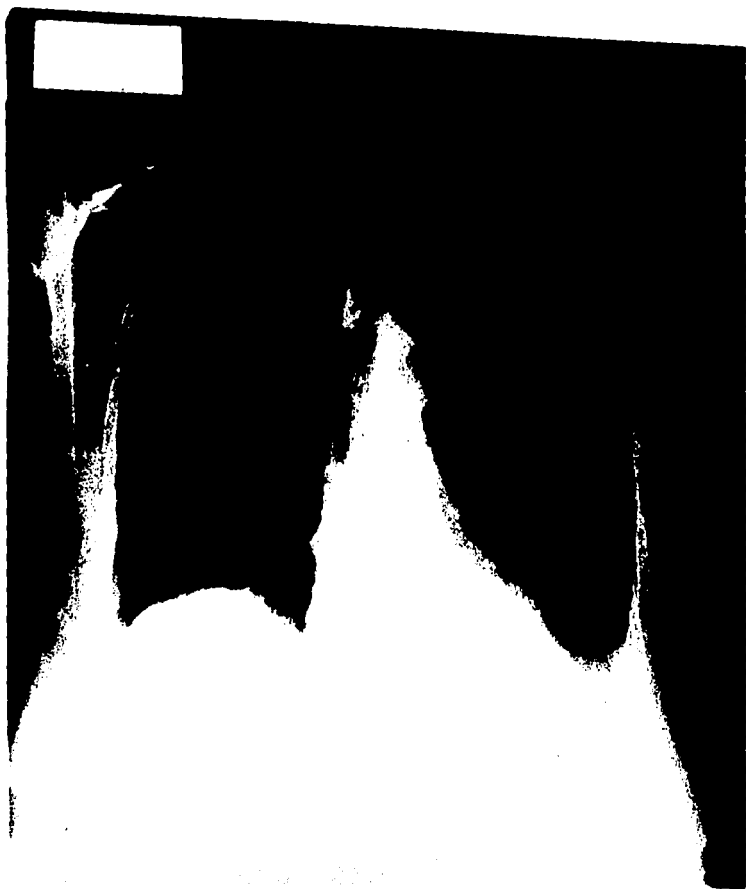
Radiografía de tórax que muestra ligero derrame pleural izquierdo.
